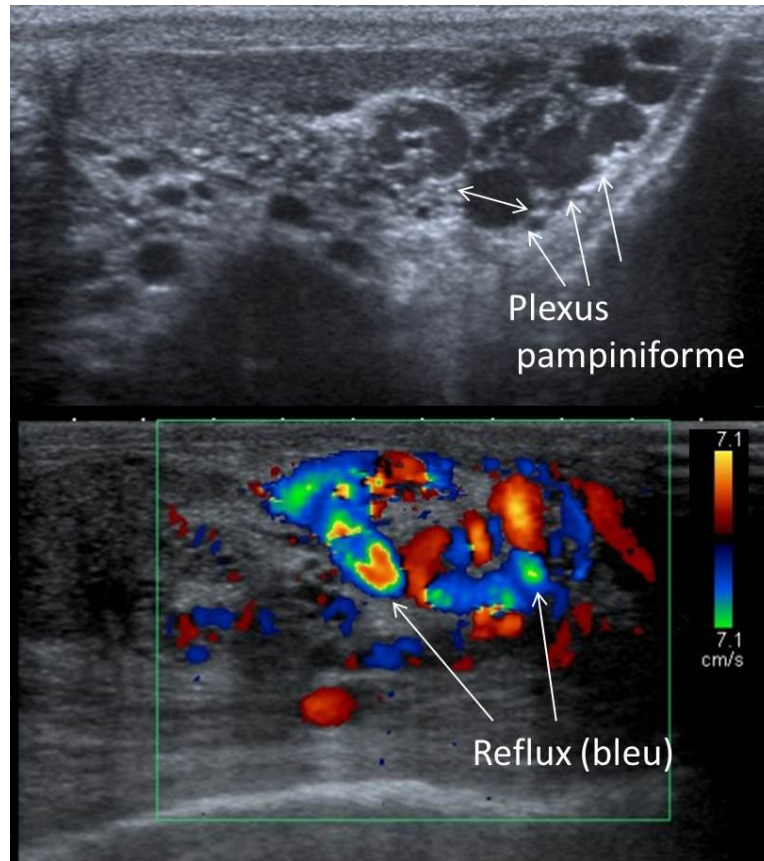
Varicocèle extra-testiculaire. Mode B et Doppler couleur pendant la manœuvre de Valsalva [42].
